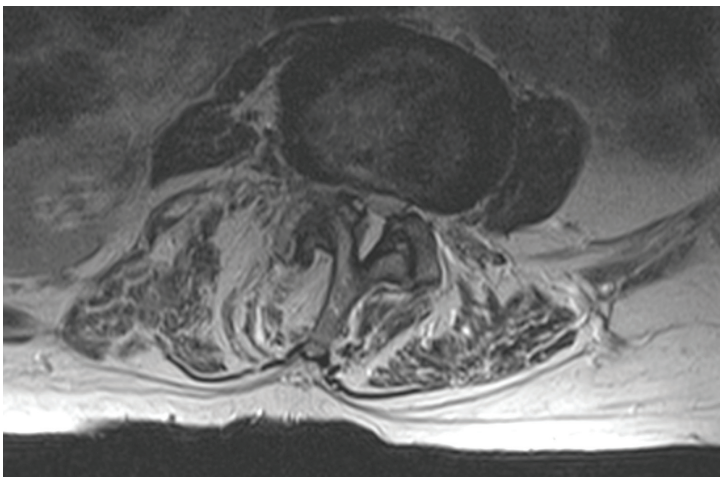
Rezonans magnetyczny 53-letniego pacjenta – przekrój poprzeczny na poziomie L3/L4. Widoczne niewielkie zaniki oraz włóknienie mięśni grzbietu, szczególnie po stronie prawej (materiał własny)
